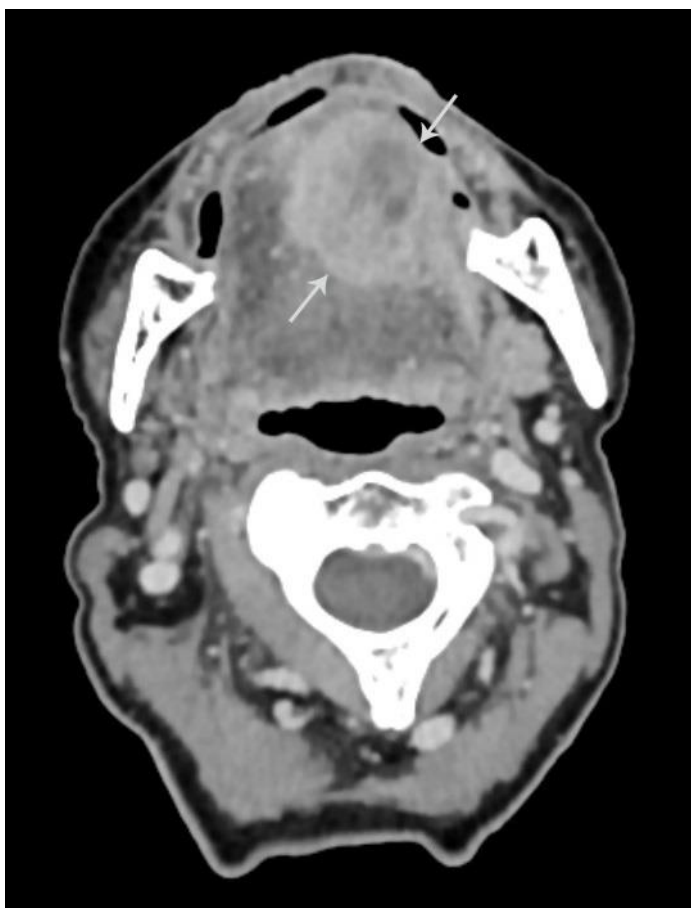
Компьютерная томограмма ротовой полости в аксиальной проекции с внутривенным контрастированием. Рак языка. В левом боковом отделе языка визуализируется неоднородный участок с более выраженным солидным компонентом, накапливающий контрастный препарат по периферии, средней плотностью +92HU (min/max +41...+135HU).
